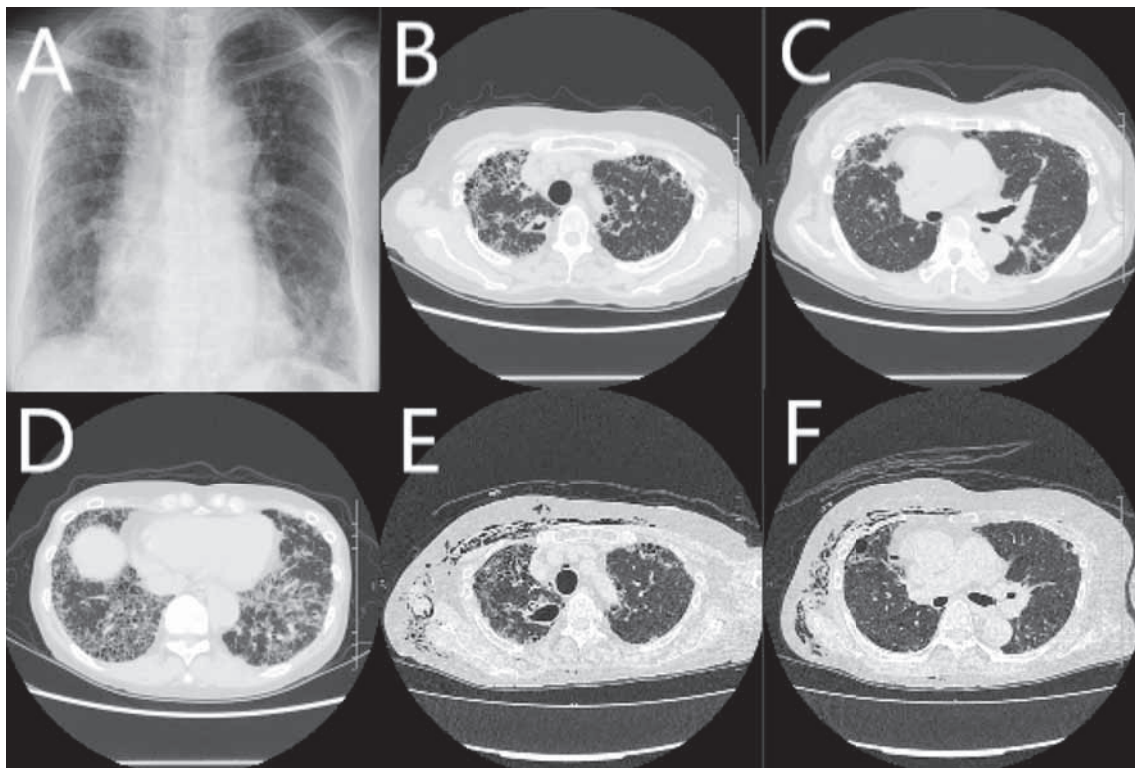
A: Chest X-ray before chemotherapy. B–D: HRCT before chemotherapy. E, F: HRCT on 2nd admission. Chest X-ray before administration of anti-mycobacterial chemotherapy exhibits reticular shadows in the both lungs (A). Chest CT scans before administration of anti-mycobacterial chemotherapy show a cavity with a thick wall in the right upper lobe (C), nodules in the right middle lobe and the left lower lobe (B), and reticular shadows in the basal lungs (D). After 4 months from administration of chemotherapy, the cavity wall became thin (E) and the nodules became small (F).
